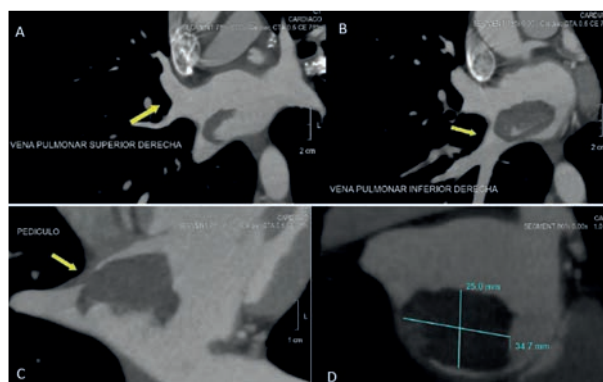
Tomografía cardíaca. A. Relación de la masa cardíaca auricular izquierda con la vena pulmonar superior derecha. B. Relación de la masa cardíaca auricular izquierda con la vena pulmonar inferior derecha. C. Base de implantación y pedículo de la masa cardíaca auricular izquierda. D. Diámetros de la masa cardíaca auricular izquierda.
